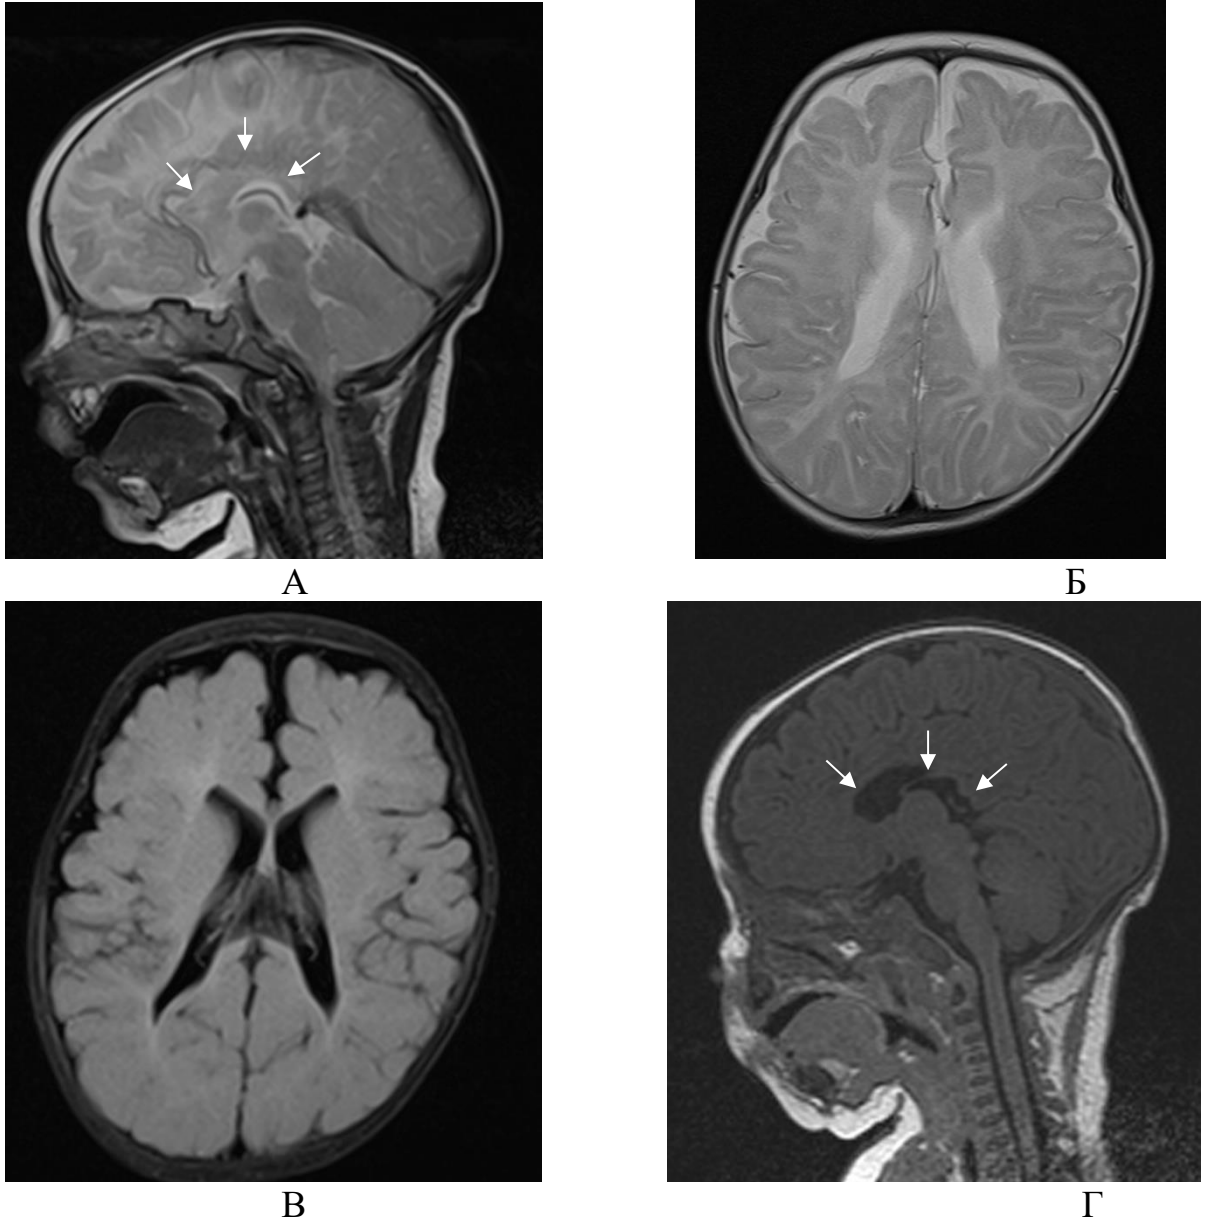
Пациент М., 4 месяца (ИБ №41112 2020 г.). Анамнез: перинатальное ГИП ЦНС. Роды в срок. Клинический диагноз: СЭ, ДЦП. МРТ: агенезия мозолистого тела, незавершенная миелинизация (возрастная норма). А – T2-ВИ Sag; Б – T2-ВИ Ах; В – FLAIR-ИП Ах. Г – томограмма мозолистого тела. Мозолистое тело не сформировано – агенезия (белые стрелки), боковые желудочки широко расставлены, деформированы вдоль наружных контуров (Рис. Б, В)
